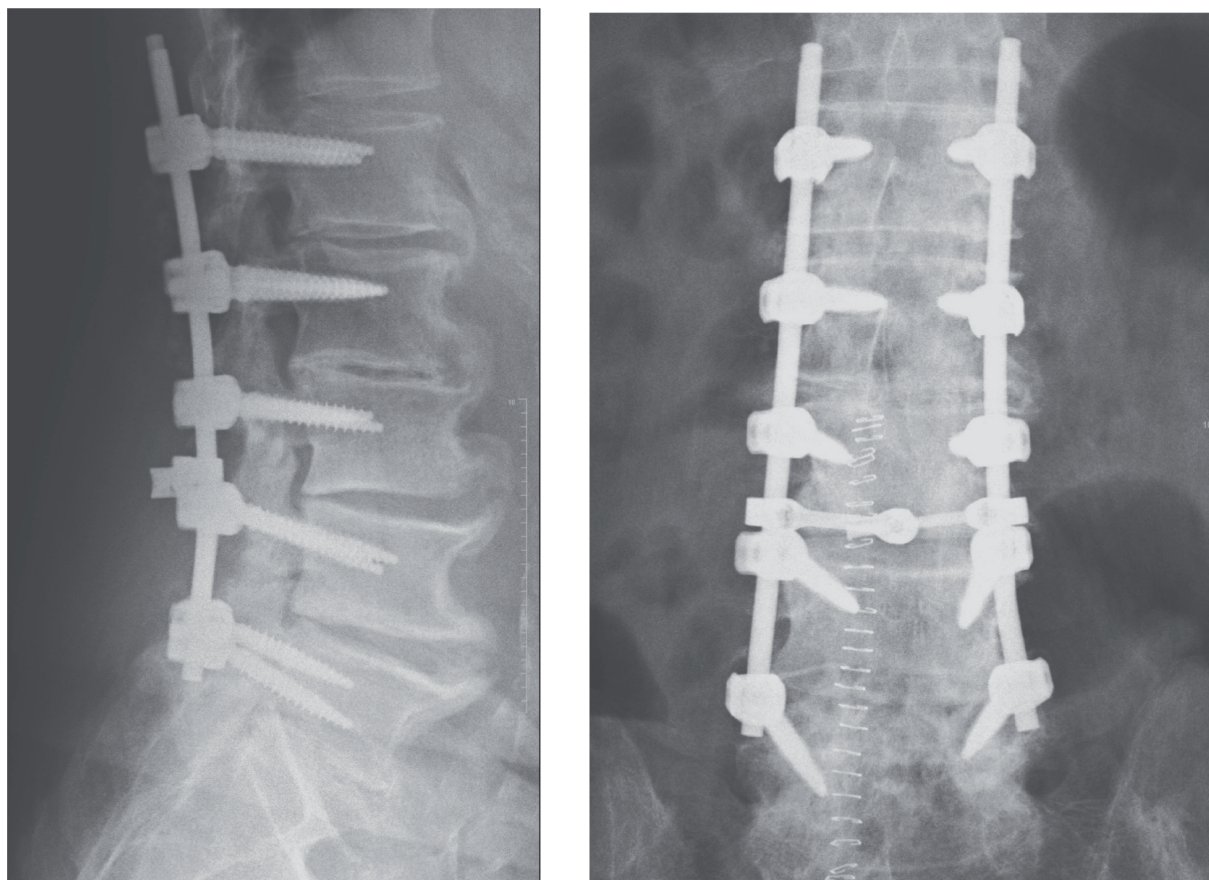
X-rays after revision surgery.
